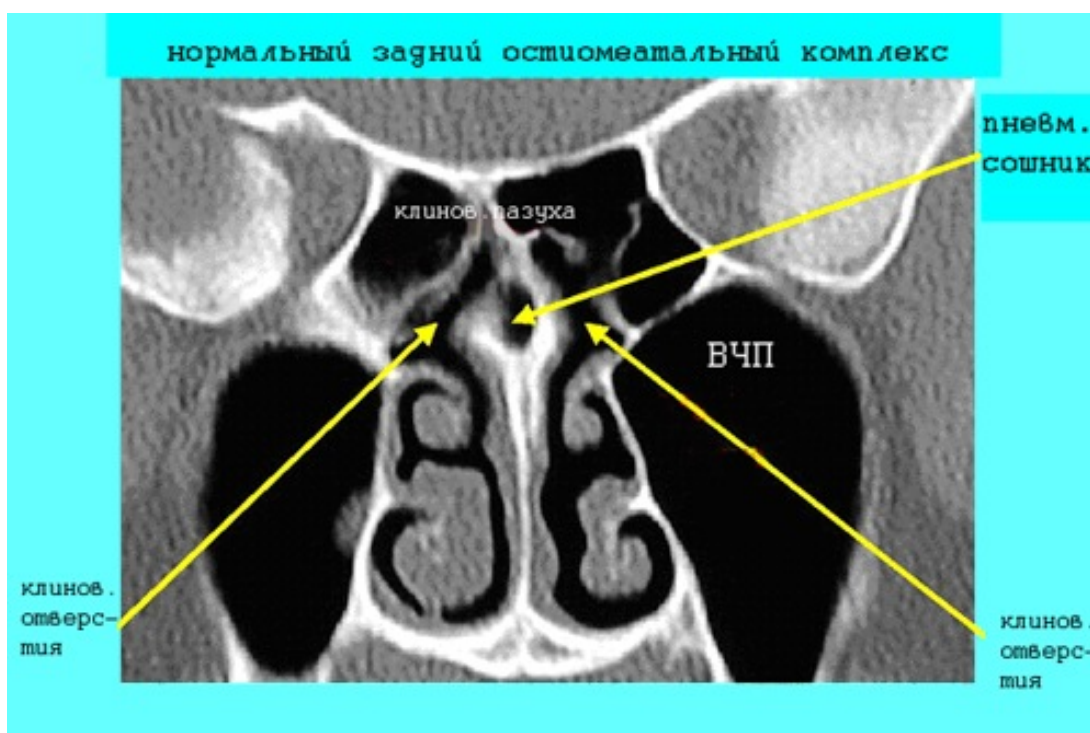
КТ полости носа. Нормальный задний ОМК. Сошник разделяет два отверстия клиновидных пазух, которые расположены в сфеноэтмоидальном кармане. Сошник пневматизирован (норма).
